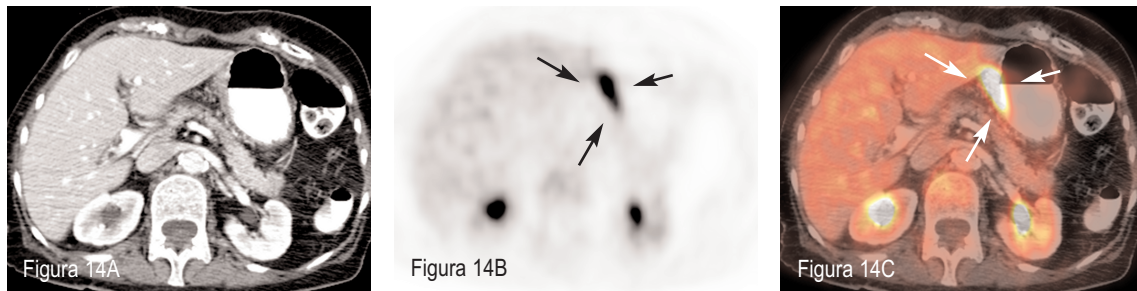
Paciente con linfoma de Burkitt (ID 1) en la estadificación inicial. A: TC axial sin alteraciones significativas. B: PET axial a la misma altura donde se objetiva un foco de hipercaptación de ^{18}F -FDG intraabdominal (flechas) pero sin poder precisar la dependencia orgánica debido a la baja resolución anatómica. C: PET/TC DA axial que aclara la localización exacta de la lesión hipercaptante, concretamente correspondiente a la pared gástrica (flechas). Se confirmó histológicamente la infiltración gástrica por linfoma.
